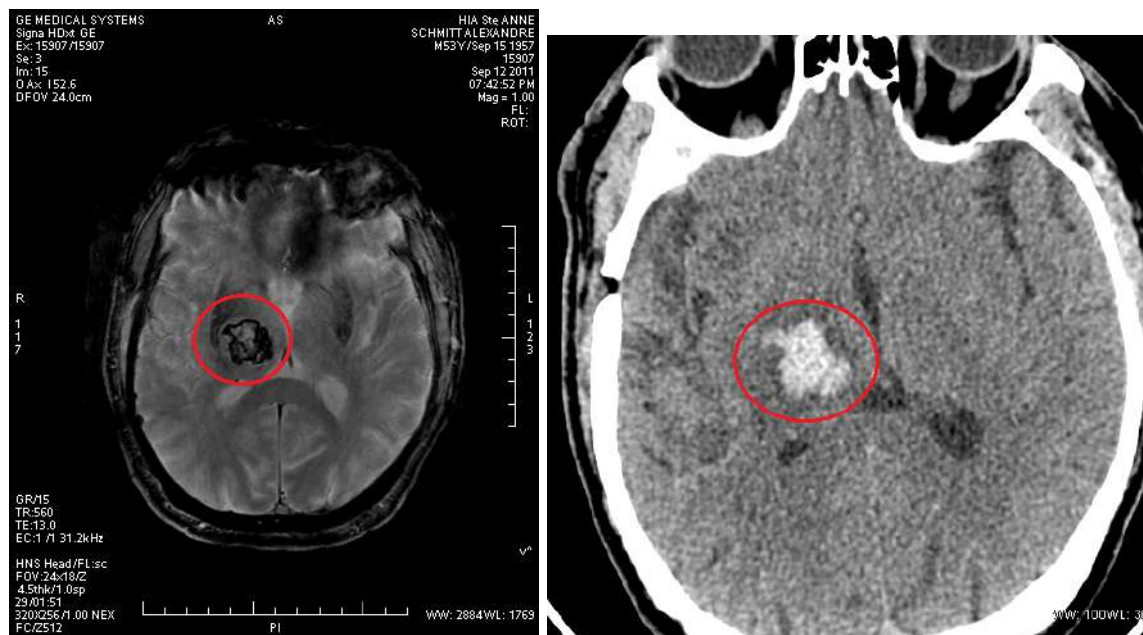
IRM cérébrale, coupe axiale, séquence T2\* et scanner cérébral, coupe axiale : Hématome thalamique droit de 25 mm de diamètre.
